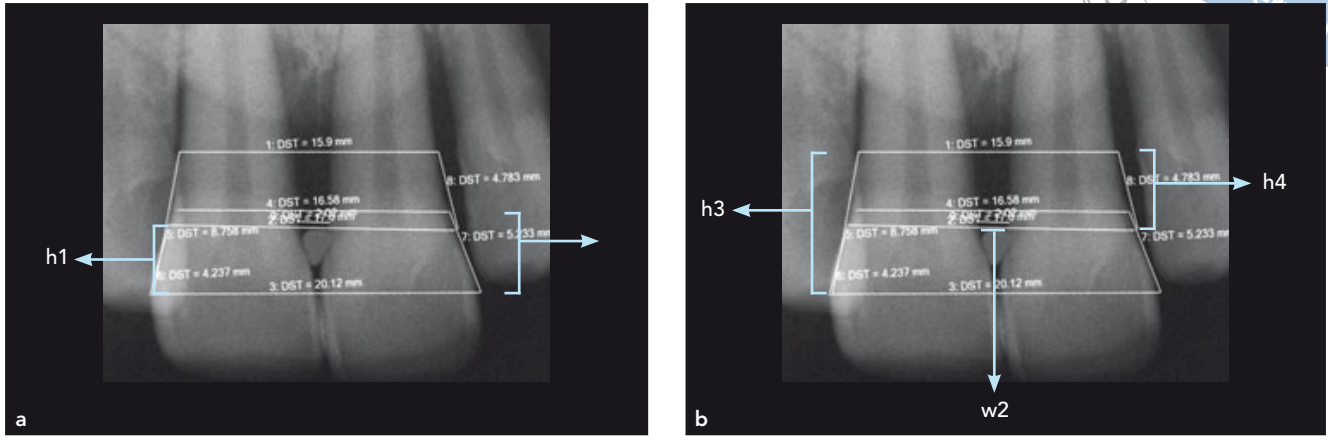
(a und b) Periapikale Röntgenaufnahmen der oberen zentralen Schneidezähne mit Messungen. h1 = Abstand Papillenspitze-Kontaktbereich (PT-CP); h2 = Abstand proximale SZG-Kontaktbereich (pSZG-CP); h3 = Abstand Knochenkamm-Kontaktbereich (BC-CP); h4 = Abstand Knochenkamm-Papillenspitze (BC-PT); w2 = Abstand der beiden zentralen Schneidezähne auf Höhe der approximalen SZG (Interdentalraum). DST = Abstand.
